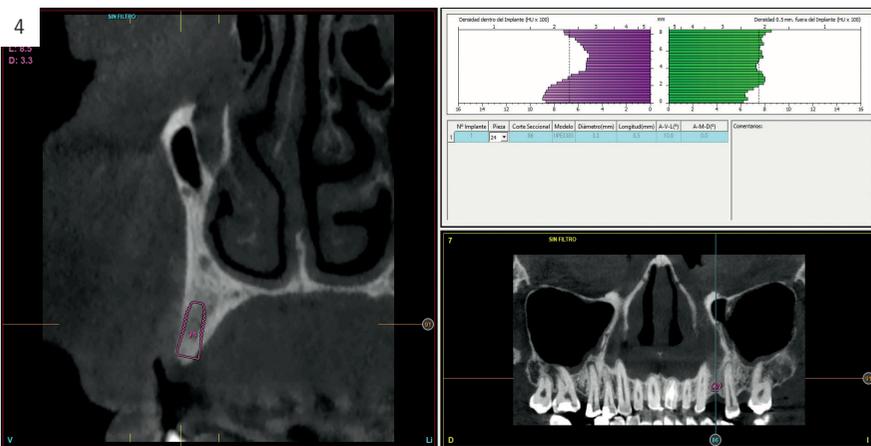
Planificación del Cone-beam donde podemos observar que si colocamos un implante en el volumen óseo residual, incluso en un implante de plataforma reducida y diámetro reducido, ocuparíamos todo el volumen óseo sin respetar los límites óseos alrededor del implante, por lo que la inserción directa no es la mejor opción.
